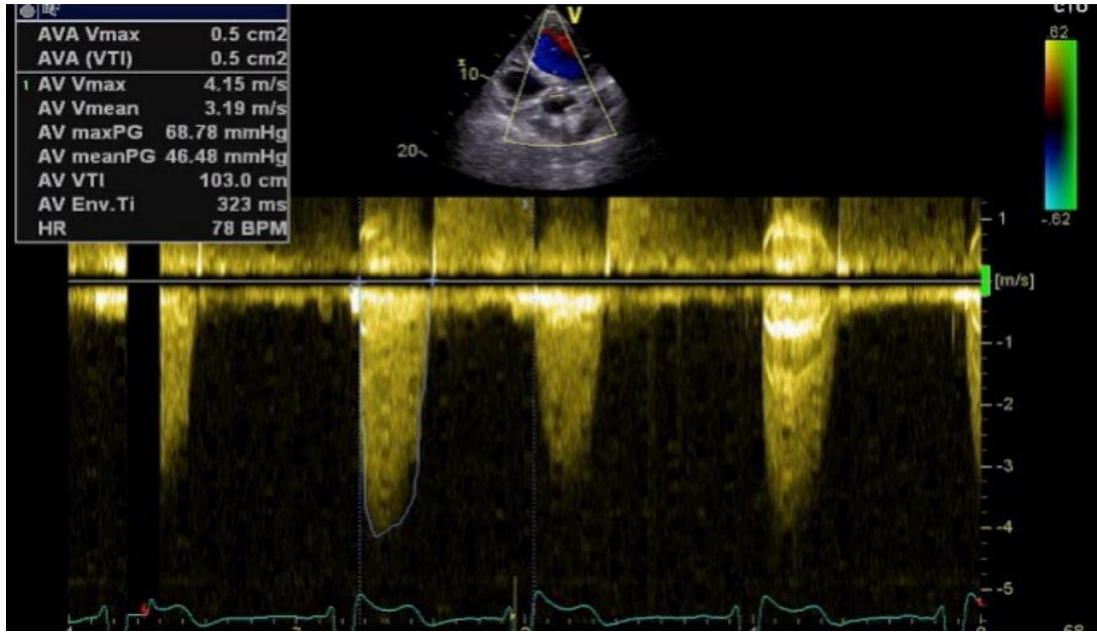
Doppler ekokardiyofi kullanılarak aortadaki ortalama ve sistolik gradyentlerin hesaplanması
